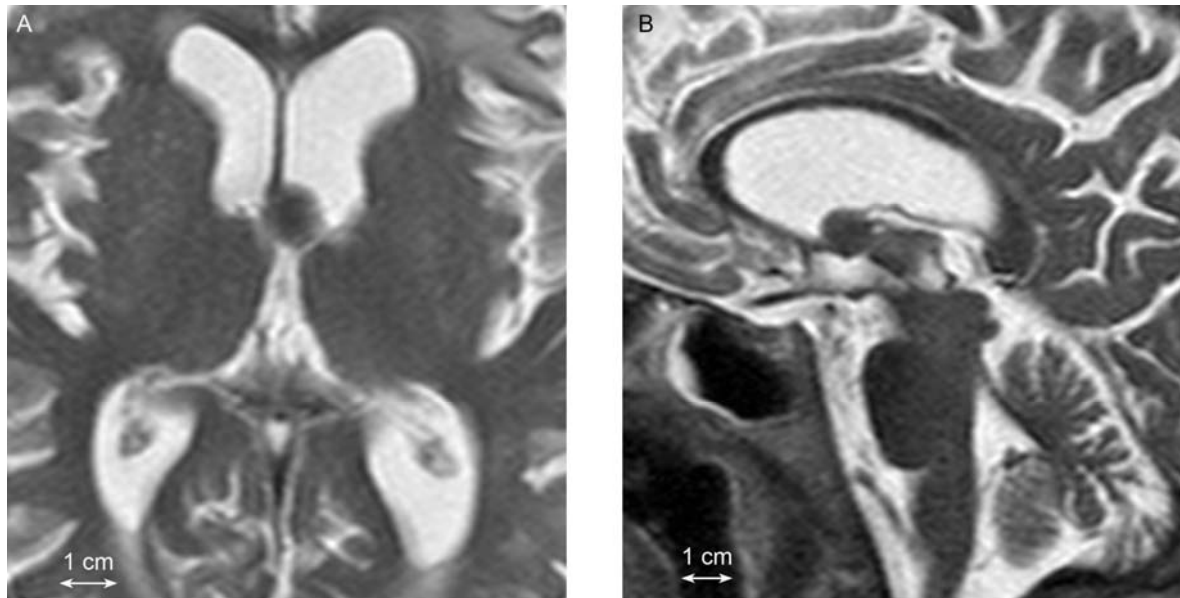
Magnetresonanztomographie - Aufnahmen der Kolloidzyste an den Foramina Monroi
